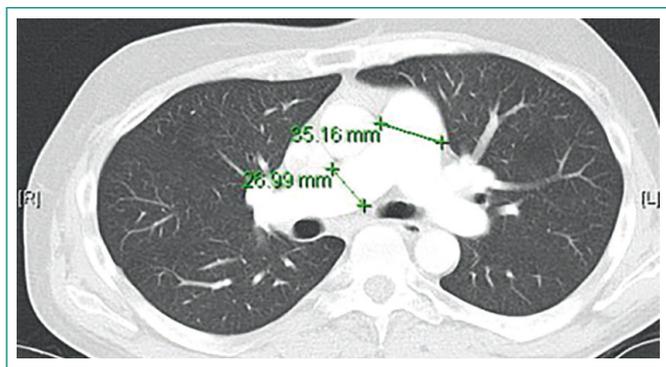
Angio-TC de tórax: descarta tromboembolismo. Signos indirectos de HTP: cociente arteria pulmonar/aorta ascendente > 1. Diámetro mayor de la arteria pulmonar 29 mm. Tronco pulmonar: 29 ± 3 mm
